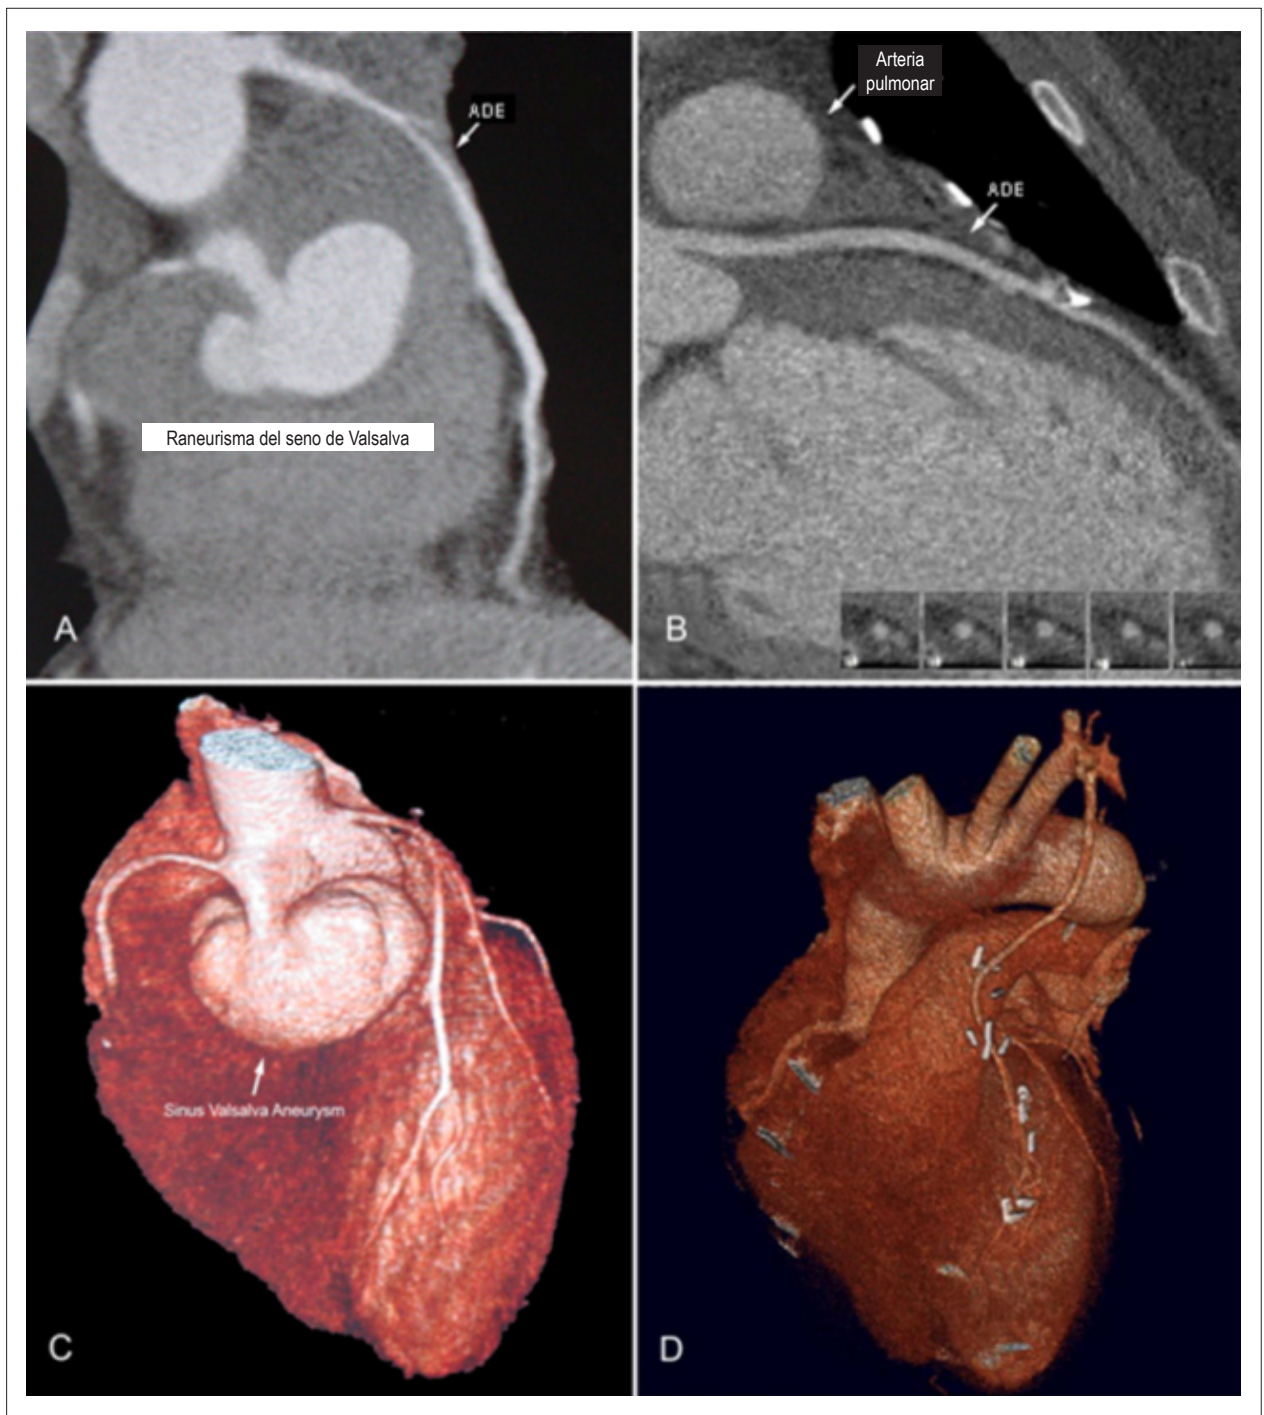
TC helicoidal de cortes múltiples. A - Volumen preoperatorio mostrando imagen de un gran aneurisma del seno de Valsalva (ASV) asociado con trombo en circunferencia (70mmX40mm), causando compresión extrínseca de la porción proximal de la ADI. B - Imagen postoperatoria de la ADI sin la compresión del ASV. C - Proyección sagital mostrando el ASD derecho y la compresión de la ADI. D - Imagen postoperatoria del bypass coronario sin el ASV.
